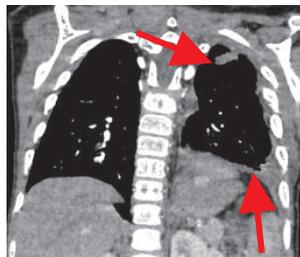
МСКТ ОГК. Корональная проекция, венозная фаза сканирования. Состояние после удаления образования левого гемоторакса. Определяется остаточный мягкотканый компонент в заднем реберно-средостенном синусе. Постоперационные изменения верхней доли левого легкого (указаны стрелкой)
